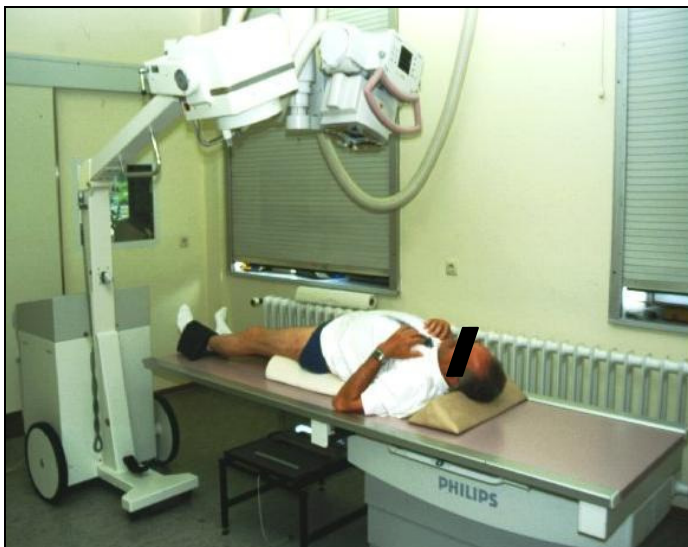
Aufbau RSA-Röntgen (Röntgenabteilung der Klinik für Orthopädie und Orthopädische Chirurgie am Universitätsklinikum des Saarlandes)
